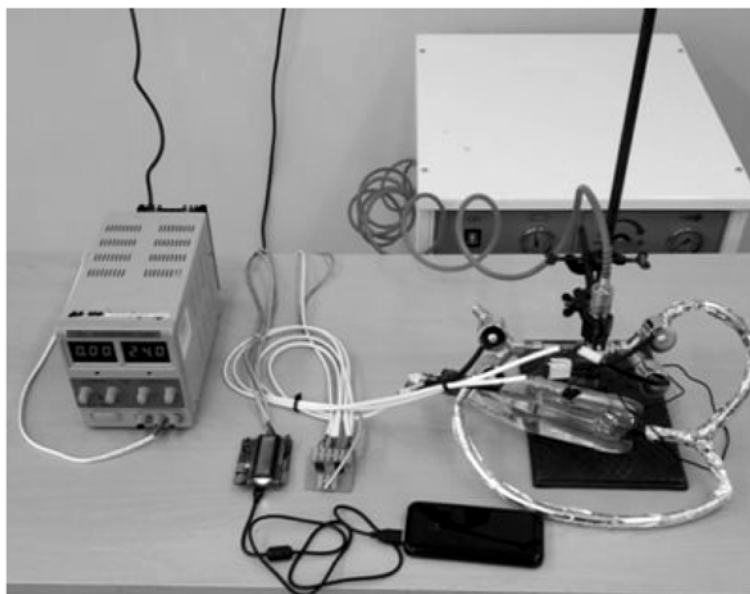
Прототип подогревателя трансфузионно-инфузионных растворов
